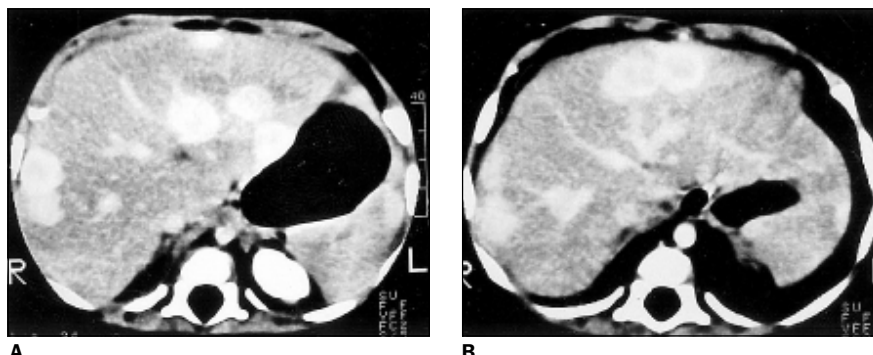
Exame de controle, três meses após a primeira tomografia computadorizada, demonstra diminuição no número e na dimensão dos nódulos parenquimatosos.
